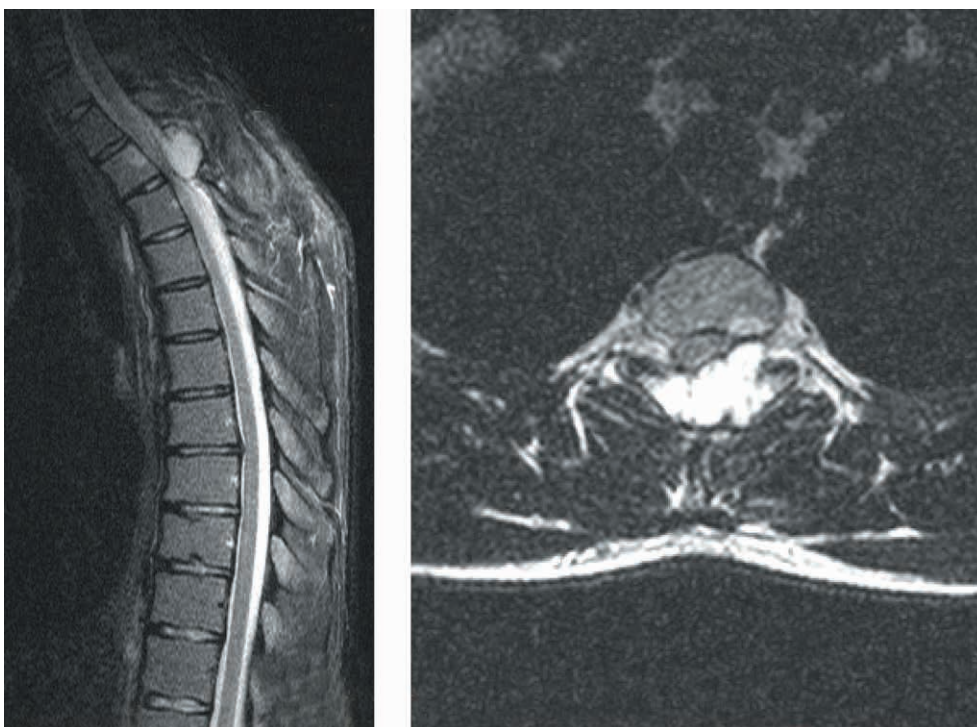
МРТ грудного отдела позвоночника через 1 мес после первичного удаления опухоли. Определяется рецидив опухоли с компрессией спинного мозга
